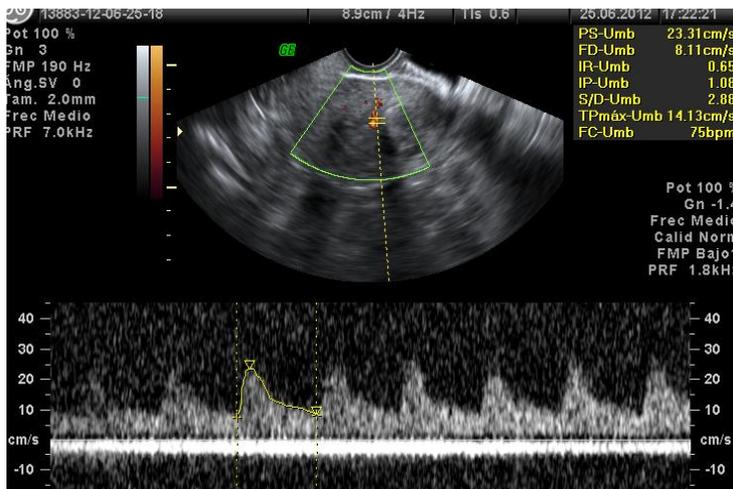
Imagen ecografía 2D en color de un pólipo endometrial. Se observa un vaso con resistencias elevadas.
